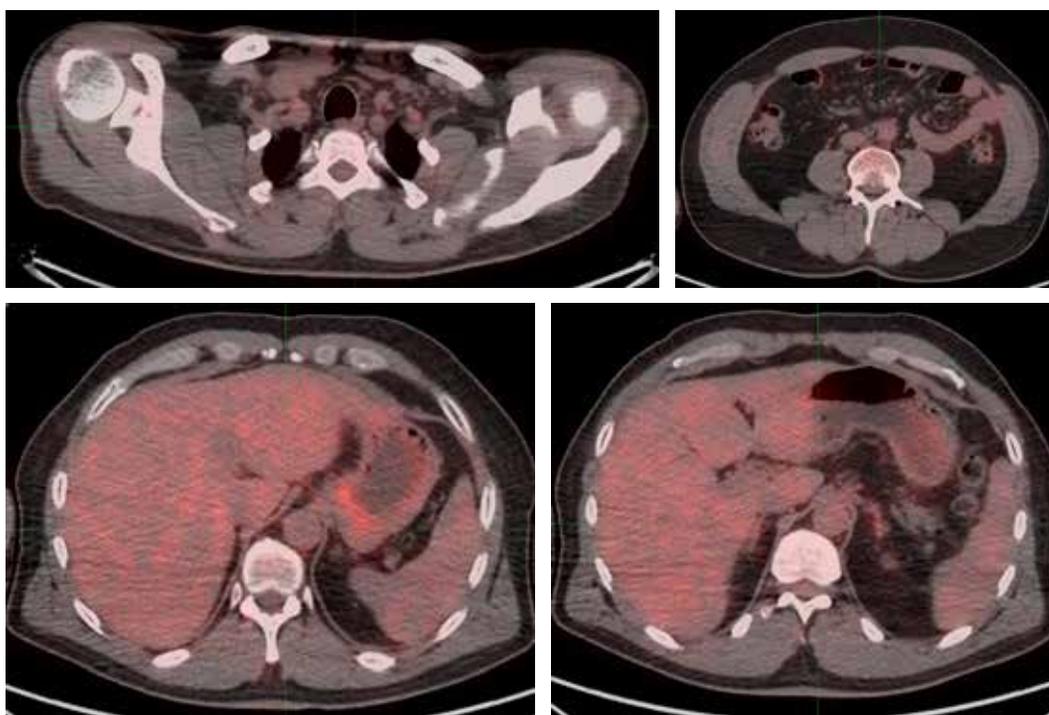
5А-Г. Данные ПЭТ КТ после 6 курсов иммунотерапии. Частичный ответ
